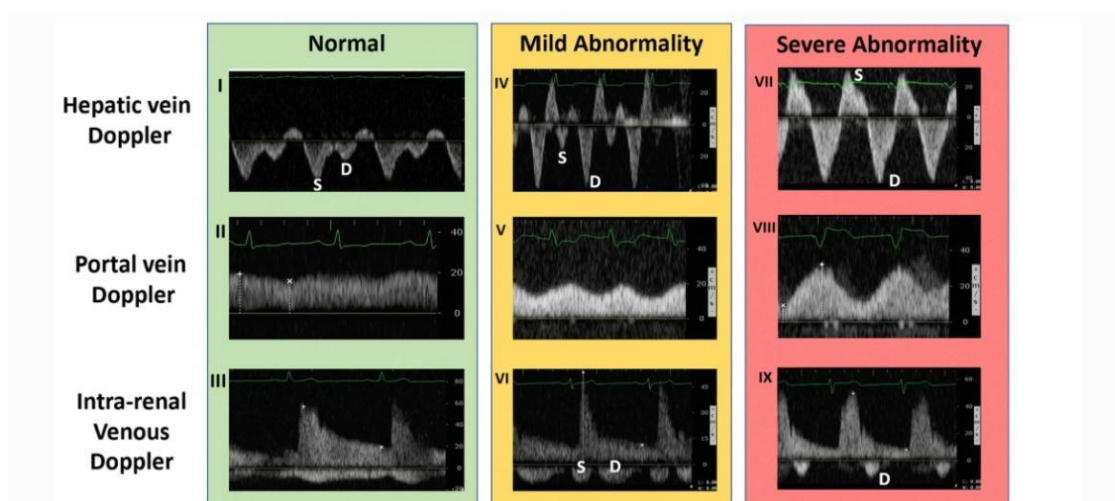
Padrões de anormalidade do doppler hepático, portal e interlobar renal e sua graduação (Quantifying systemic congestion with Point-Of-Care ultrasound: development of the venous excess ultrasound grading system. Ultrasound J. 2020)
